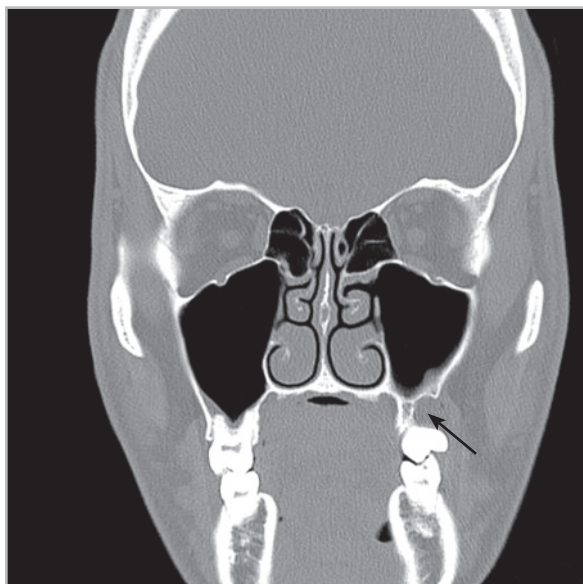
Компьютерная томограмма черепа того же пациента во фронтальной проекции: послеоперационные изменения в области альвеолярного отростка левой верхнечелюстной пазухи (стрелка), патологические изменения в верхнечелюстном синусе отсутствуют
